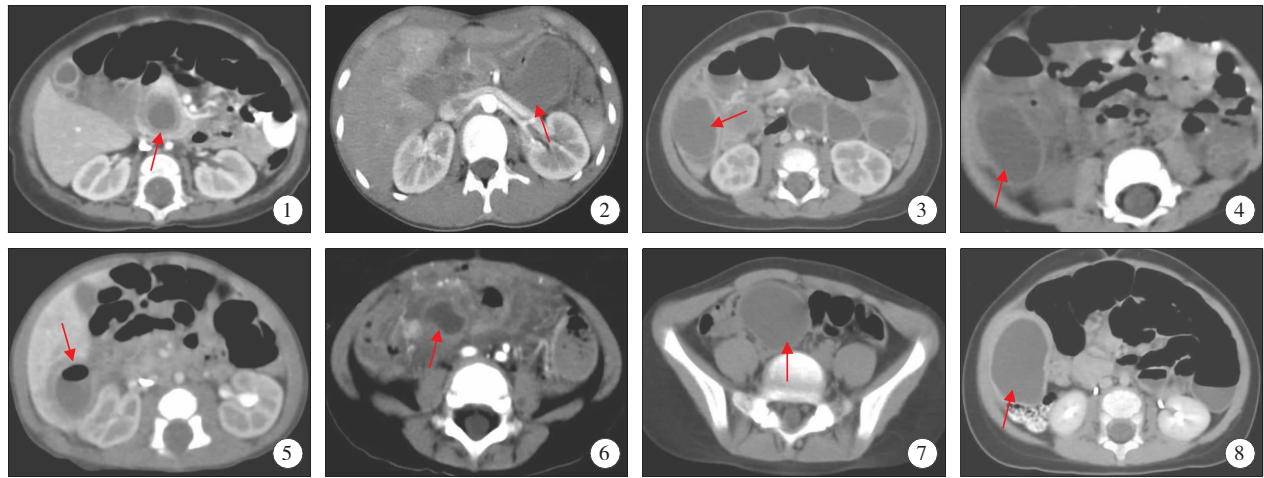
女,7 个月,十二指肠重复畸形,CT 增强示厚壁囊腔影,囊壁可见“晕轮征”。术前误诊为胆总管囊肿合并感染; 图 2 男,5 岁,空肠重复畸形,CT 增强示左中腹部肾脏前方囊性肿块,囊壁可见强化,厚薄不均,囊液 CT 值 40 Hu,术后证实为囊内合并出血,术前误诊为血肿; 图 3 女,7 个月,回肠重复畸形,CT 增强示右肾前方厚壁囊性肿块; 图 4 男,8 个月,回盲部重复畸形,CT 平扫右下腹部囊性包块。合并不全性肠梗阻; 图 5 男,14 d,回肠重复畸形,CT 增强示囊壁均匀强化,囊腔内可见气液平面; 图 6 男,12 个月,回肠重复畸形合并感染,CT 增强示囊壁厚且不均匀,囊壁明显强化,周围组织结构模糊,术前误诊腹腔脓肿; 图 7 女,5 岁,CT 平扫示盆腔内囊性包块,术前误诊为卵巢囊肿; 图 8 男,8 个月,升结肠重复畸形,CT 增强示右中下腹部升结肠前方肠管样结构,囊壁呈均匀厚壁强化。
